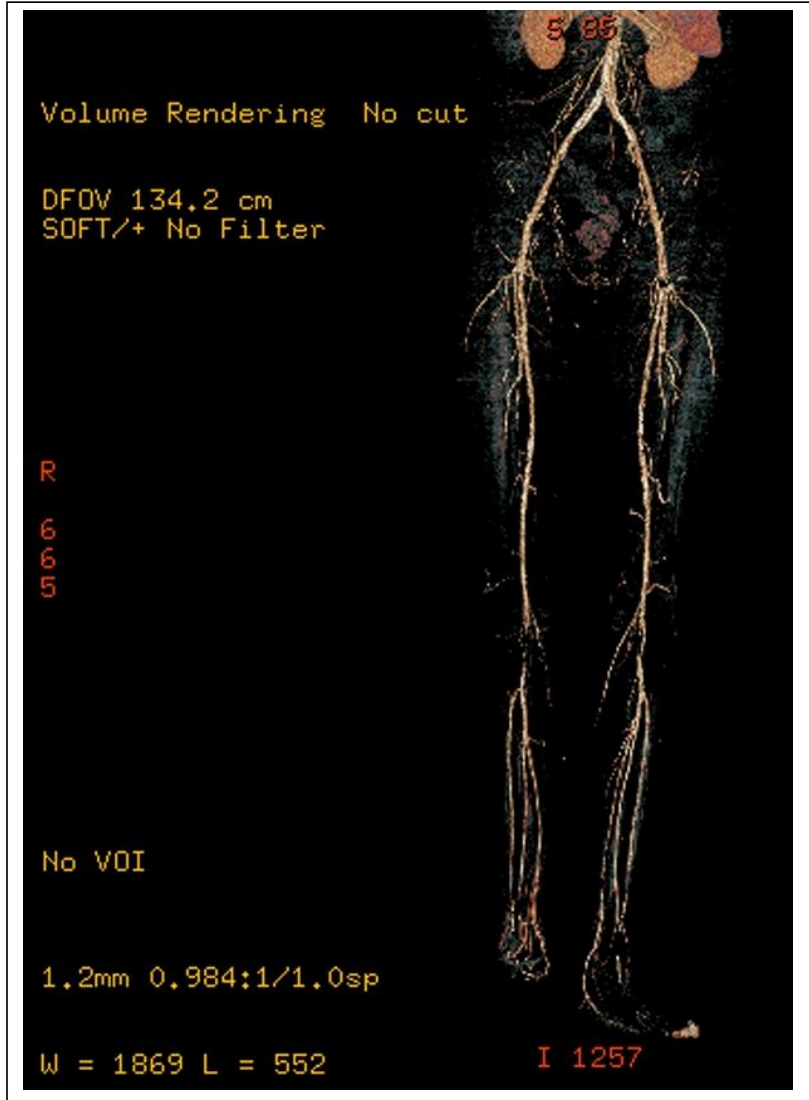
Reconstrucción en 3 dimensiones – Volume Rendering (3DVR) de angio-TC de miembros inferiores (tras sustracción de las estructuras óseas).
